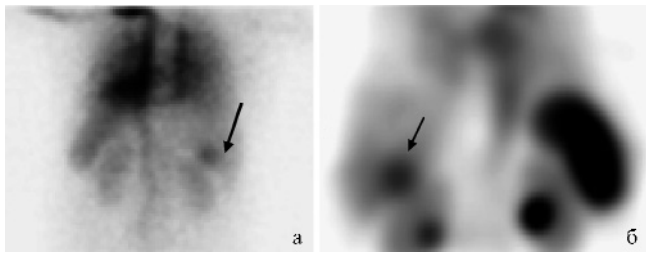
Сцинтиграфическое изображение капиллярной гемангиомы: а – повышенный кровоток в области очага (задняя проекция); б – повышенное накопление меченых эритроцитов в области очага (корональный срез задних отделов правой доли печени).
